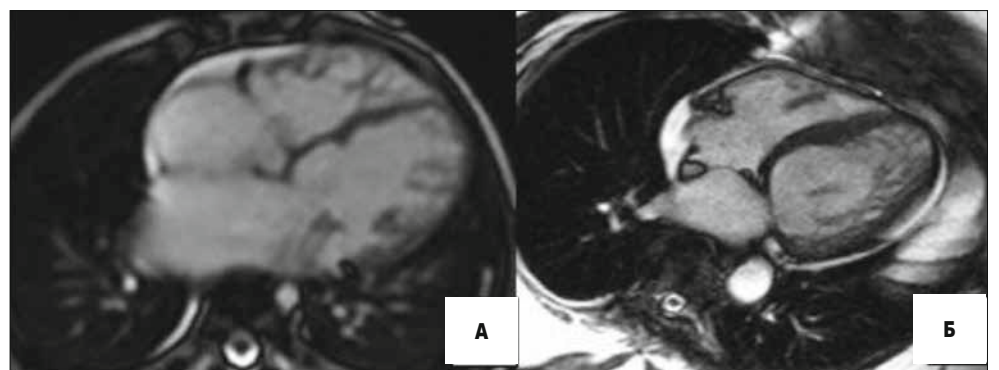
МРТ-зображення. Аксіальна площина. Некомпактний міокард. Бівентрикулярне ураження (А), ураження ЛШ (Б)
